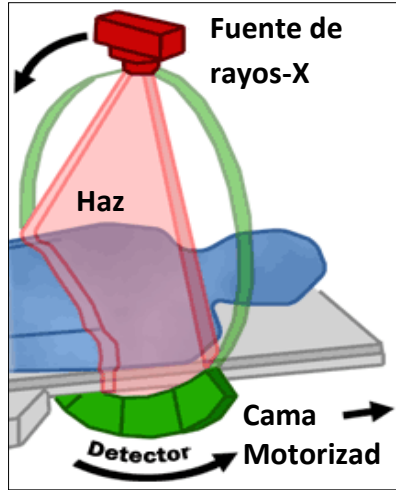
Rotación del tubo de Rayos-X y detector dentro de un gantry de CT alrededor del paciente, mientras la camilla se desplaza.
